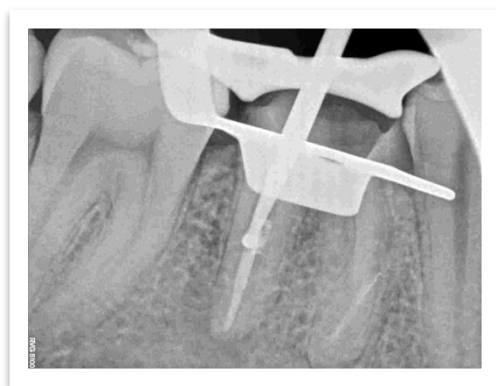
Radiografía Intraopertoria.
